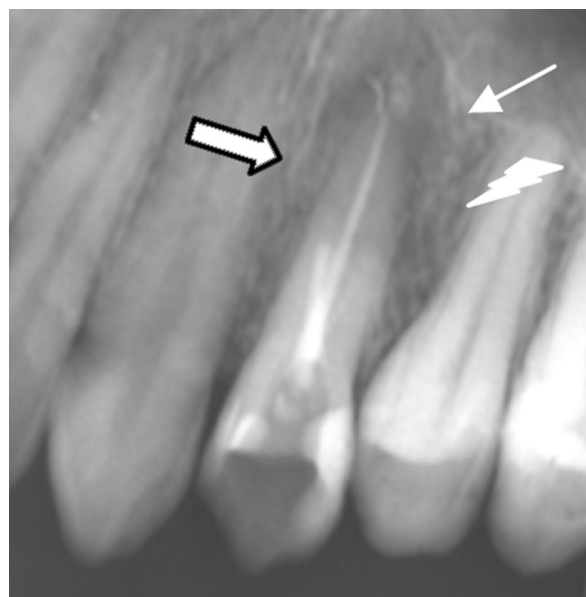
Внутрішньоротова контактна рентгенограма 24. Глибокий хронічний вторинний карієс коронки, ускладнений хронічним гранулематозним періодонтитом, що загострився. Втрачена чіткість межі деструкції кісткової тканини навколо верхівки зуба (*стрілка*), є нечіткість лінії періодонту в бічних відділах періодонту (*широка стрілка*), а також деструкція й остеопороз по периферії від гранульоми (*зубчаста стрілка*)
